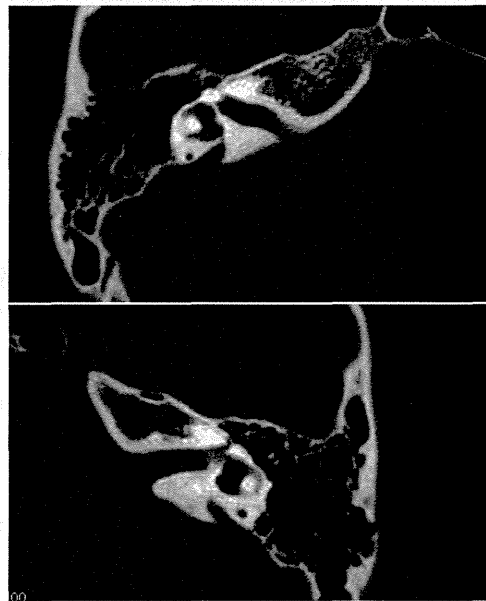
CT画像：両耳とも前庭水管の拡大を認める。上図：右耳、下図：左耳
